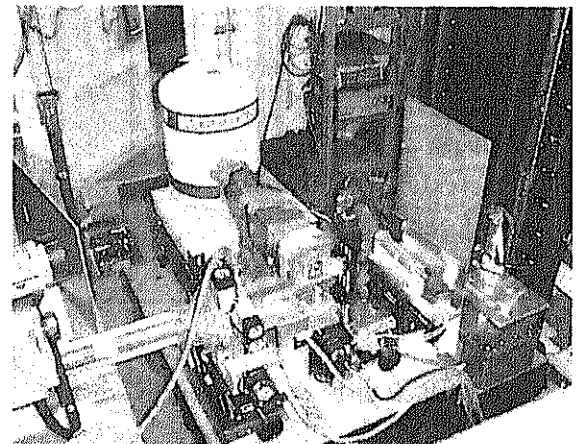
(b) Fluorescent x-ray CT system : Picture.
